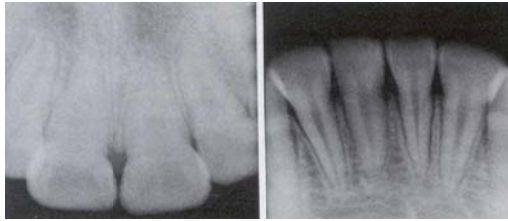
Radiografia e dhëmbit dhe paradonciumit
